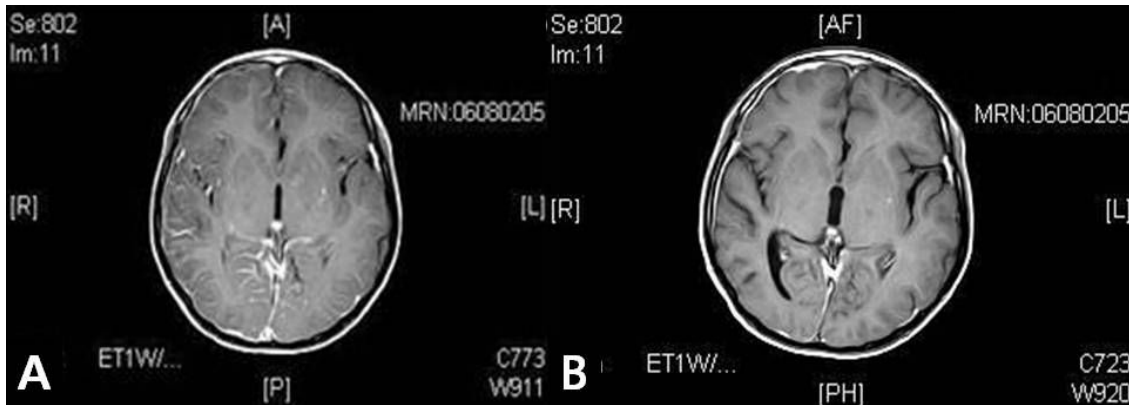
Brain MRI on hospital day 2 showed diffuse meningeal enhancement in the interhemispheric fissure (A). Brain MRI on hospital day 27 showed mild cortical atrophic changes in the right frontal and occipital lobes (B).
